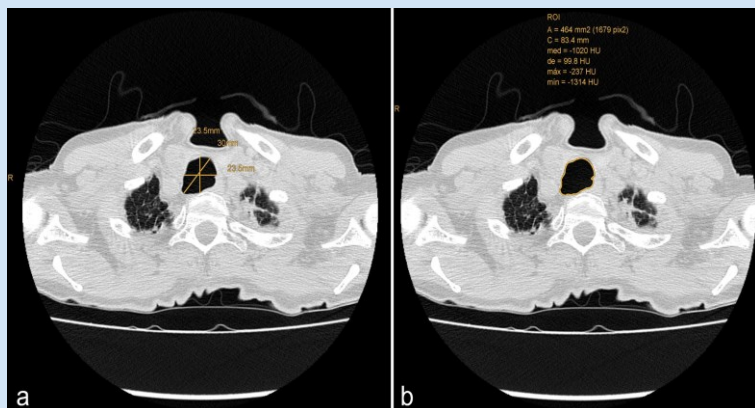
Cortes axiales de tomografía computarizada de tórax. Diámetros y área de la tráquea
